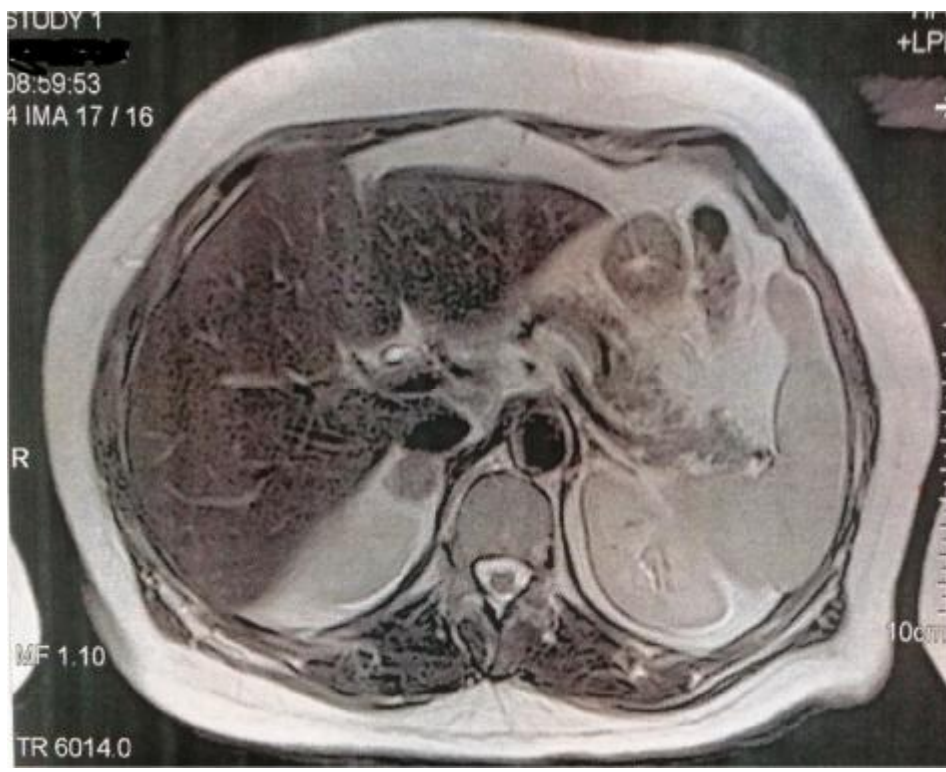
Image IRM montrant un adénome de CONN (coupe axiale)
